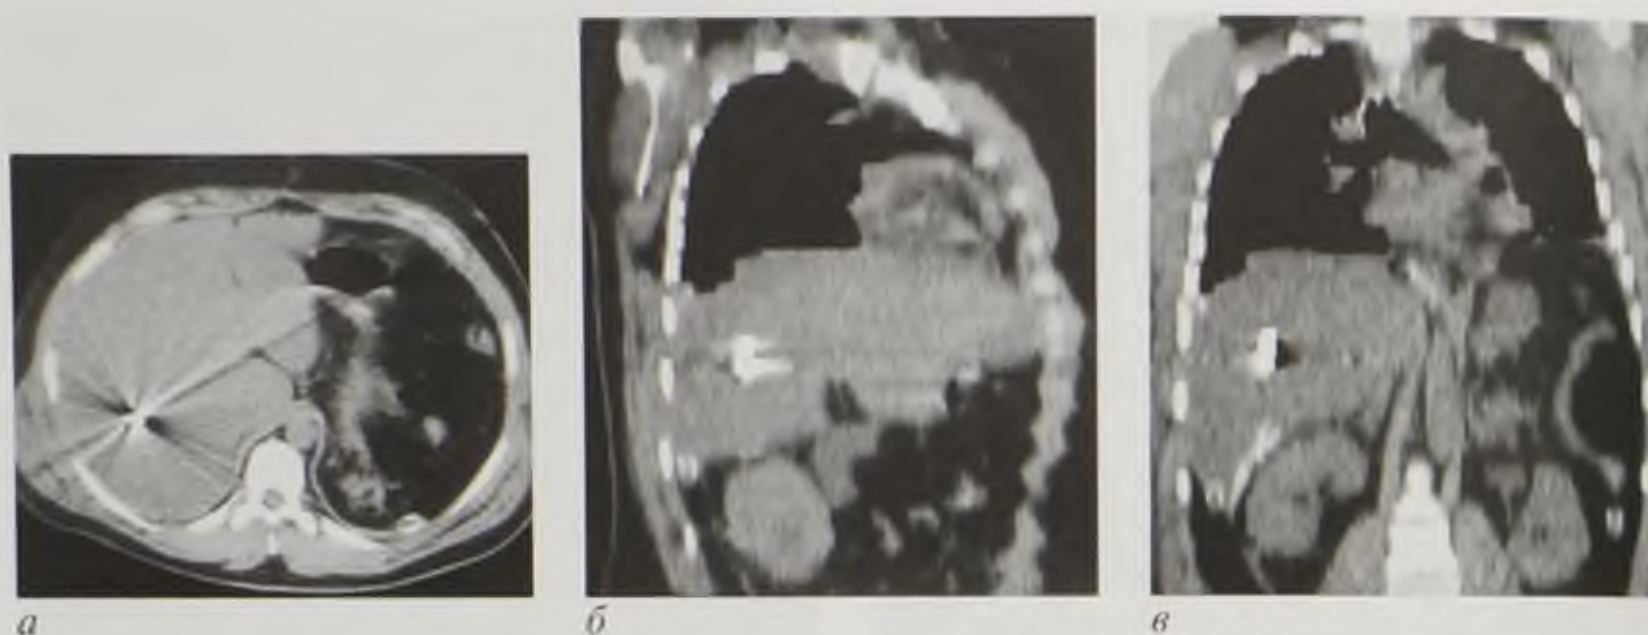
Компьютерные томограммы в аксиальной (а), сагиттальной (б) и фронтальной (в) плоскостях. Проникающее пулевое ранение брюшной полости, пуля в правой доле печени
